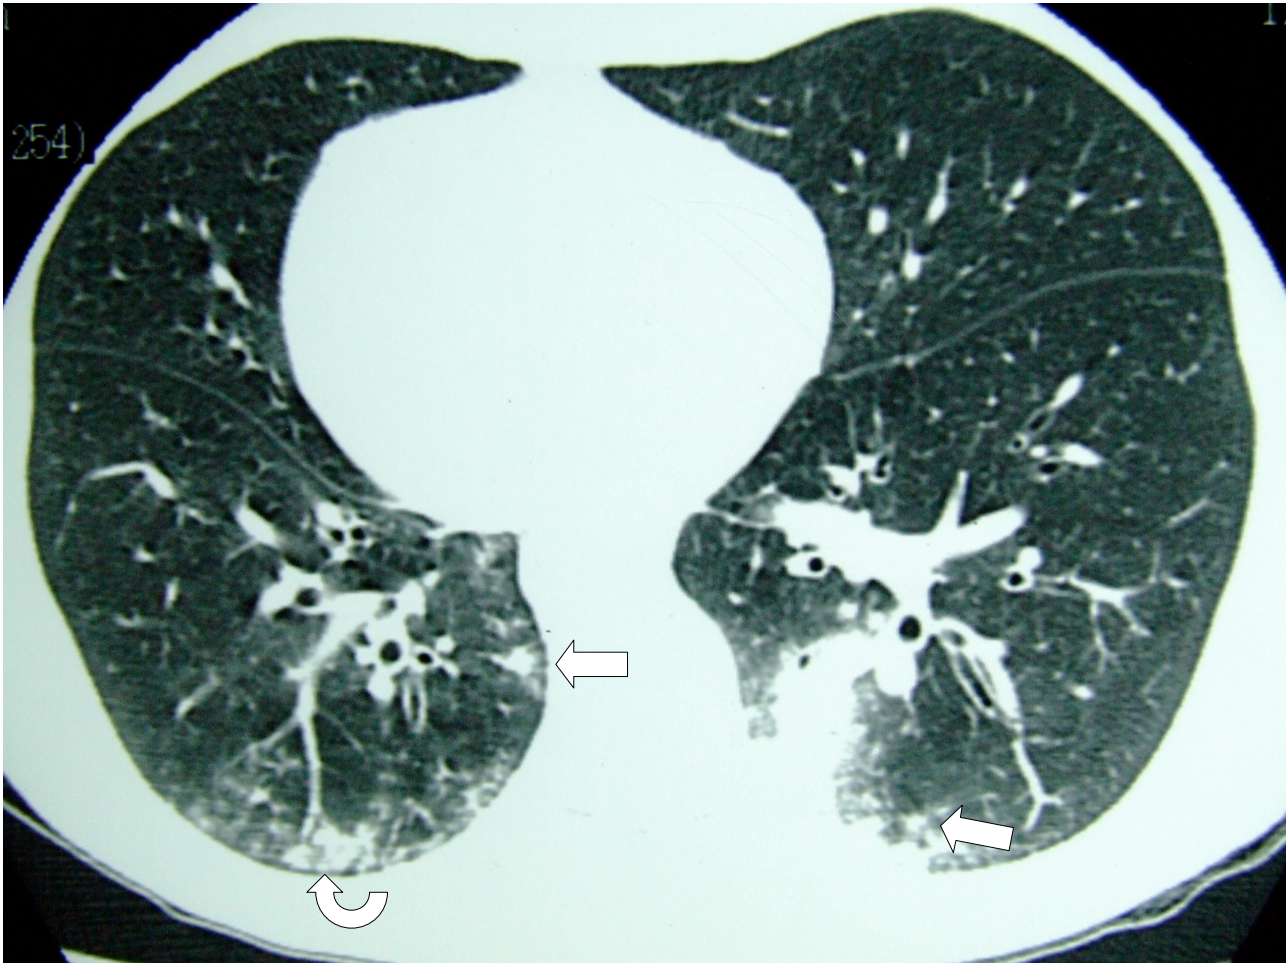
Tomografia computadorizada de alta resolução, paciente masculino, 51 anos, neutropênico febril há 24 horas. Radiografia simples de tórax normal. Nódulos centrolobulares (setas) e padrão de árvore em brotamento (seta curva).
